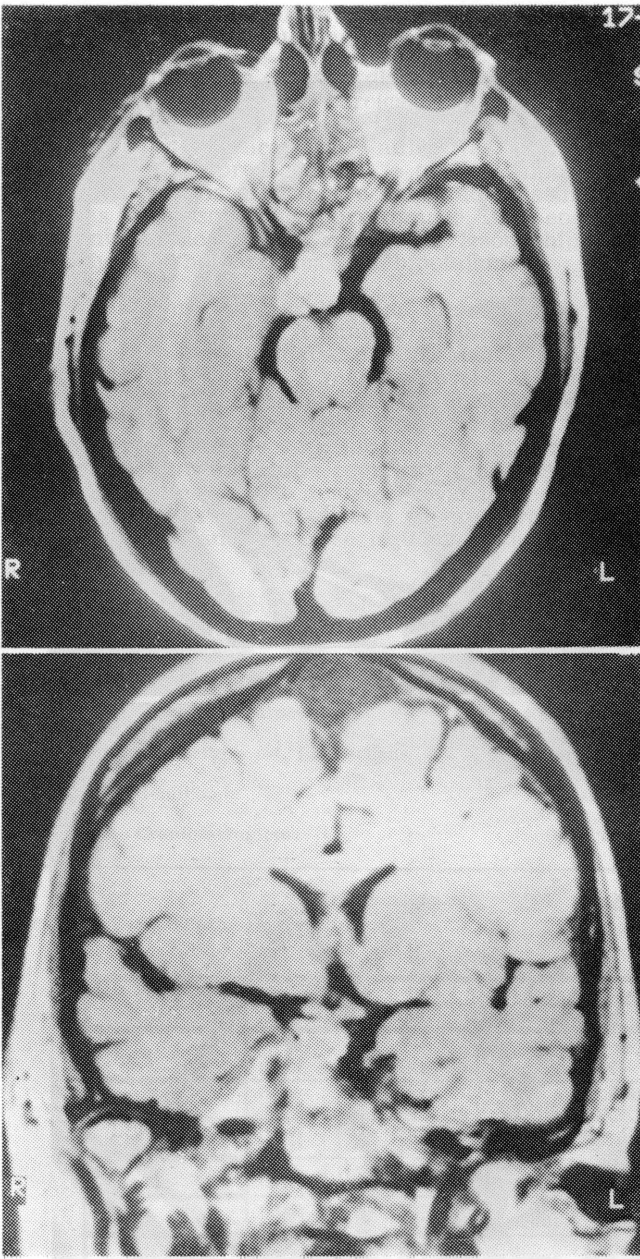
Caso STAC. RM (T1). No alto, corte transversal mostrando sinal hiperintenso na região mesencefálica e na região hipotalâmica. Em baixo, corte coronal com sinal hiperintenso na região hipofisária e hipotalâmica e na região do uncus.
